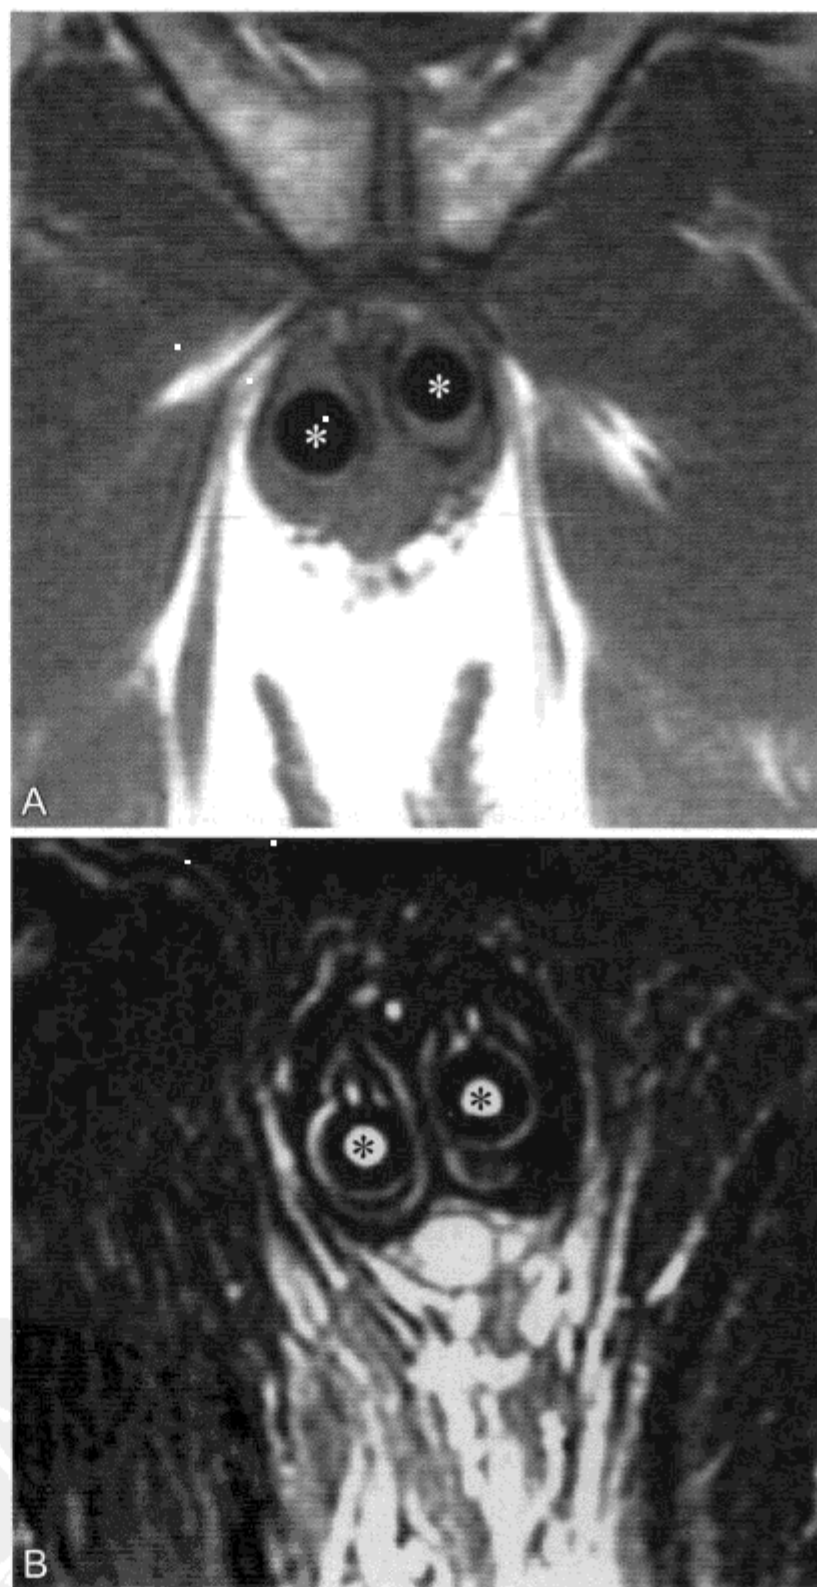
男 40 岁, MRI 显示简单阴茎假体
